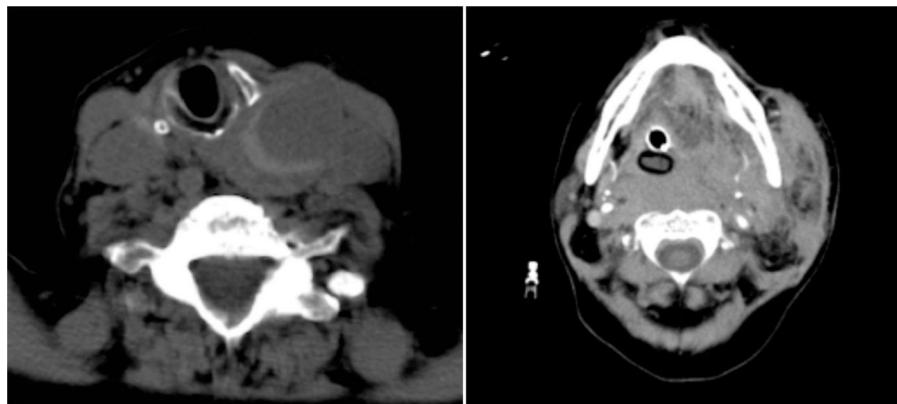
Tomografía computarizada: podemos visualizar imagen de masa cervical izquierda que desplaza los elementos de la línea media.
